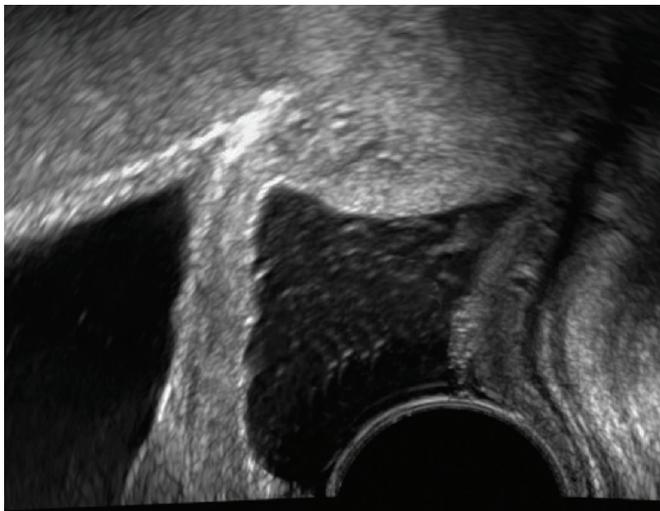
Exploration du septum vésico-vaginal sur ce cliché au cours d'une vaginosonographie. La sonde vaginale, une fois le sérum physiologique injecté, est retirée doucement afin d'examiner l'ensemble de la paroi vaginale antérieure, mais également postérieure.
